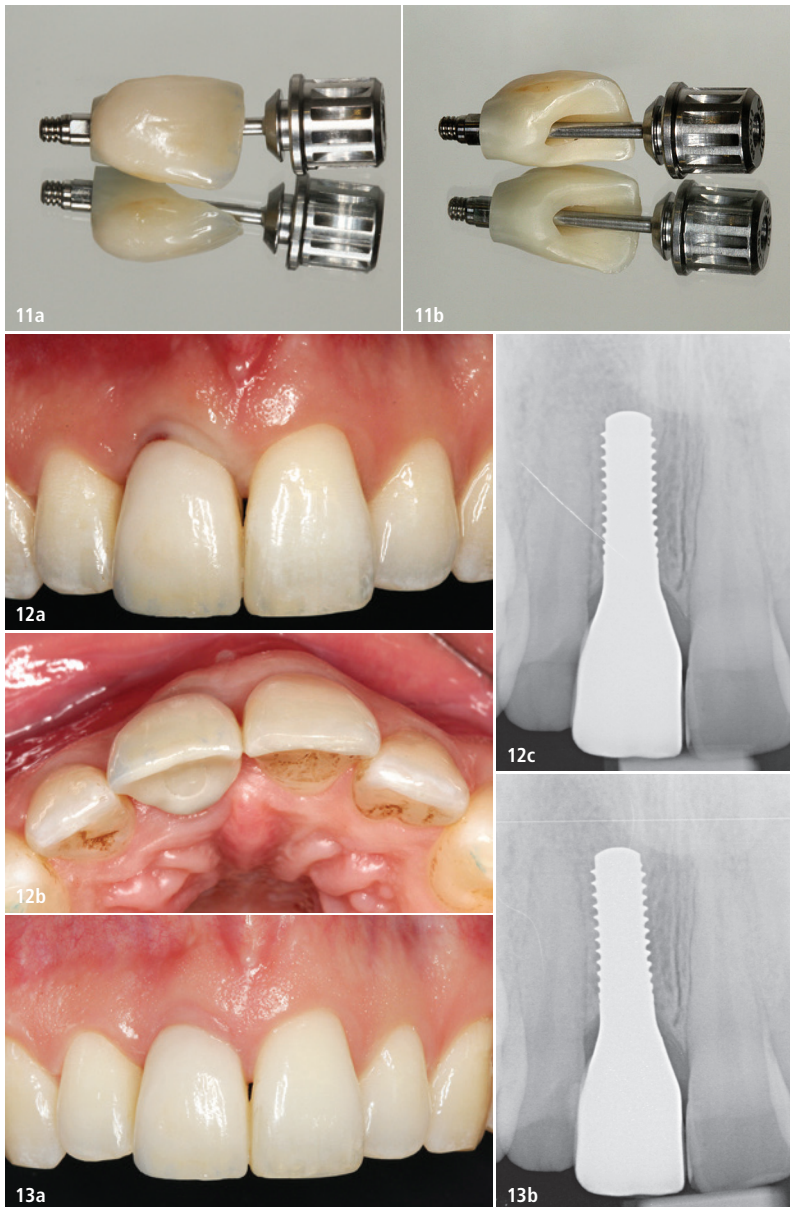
Vollkeramische Krone auf Element 11. – Abb. 12a und b: Situation unmittelbar nach Einsetzen der Krone. – Abb. 12c: Röntgenaufnahme zeigt keinerlei Knochenverlust. – Abb. 13: Ästhetisches und gesundes Resultat nach sechs Monaten (a), kein marginaler Knochenverlust erkennbar (b).
